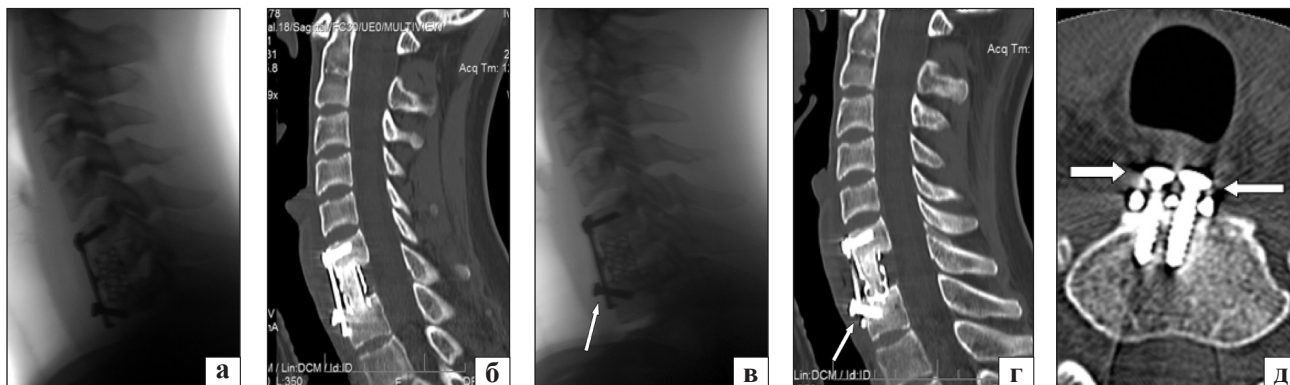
Рентгенограммы и компьютерные томограммы больного И., 22 года, после хирургического лечения повреждения ШОП: боковая проекция (а) и компьютерная томограмма в сагиттальной плоскости (б) через 1 мес. после операции; боковая проекция (в) и компьютерная томограмма в сагиттальной (г) и горизонтальной (д) плоскостях через 6 мес. после операции — положение винтов не изменилось
